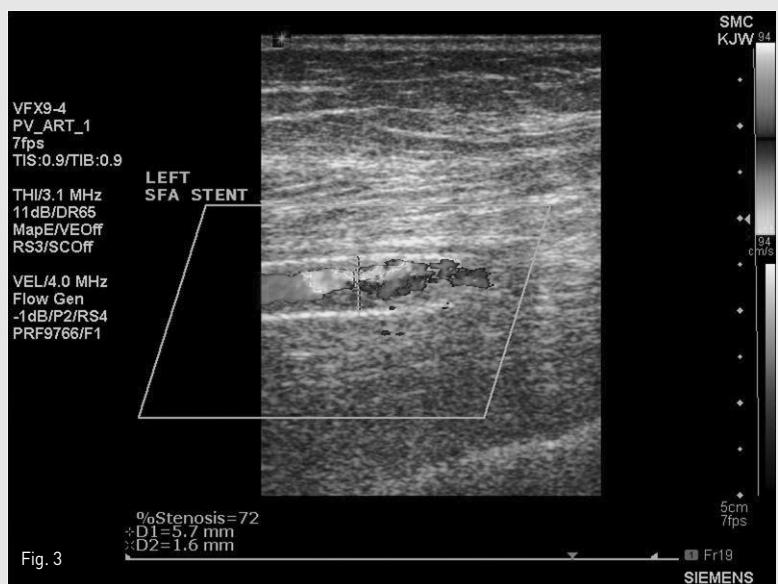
In-stent restenosis was visualized on duplex sonography 5 months after the stent insertion on left superficial femoral artery.
